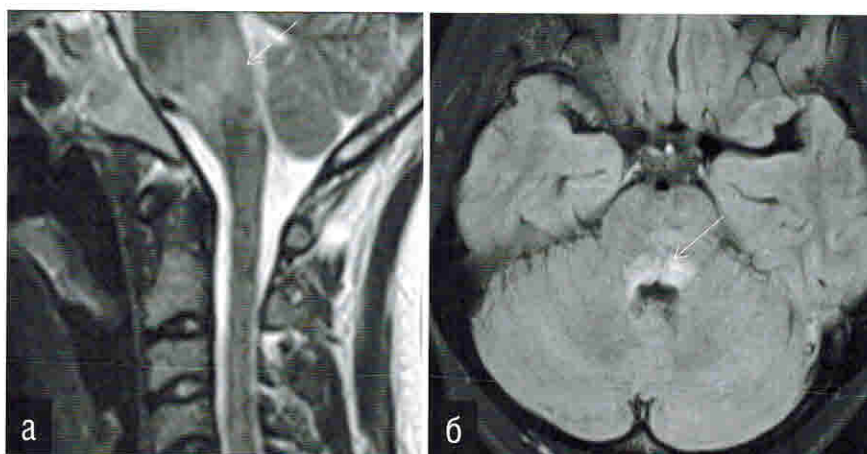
Пациент 19 лет. МРТ головного мозга при оптиконейромиелите. В режимах T2 (а) и FLAIR (б) визуализируется крупный очаг повышенной интенсивности МР-сигнала в стволе мозга с вовлечением дорсальных отделов моста и area postrema в продолговатом мозге.
